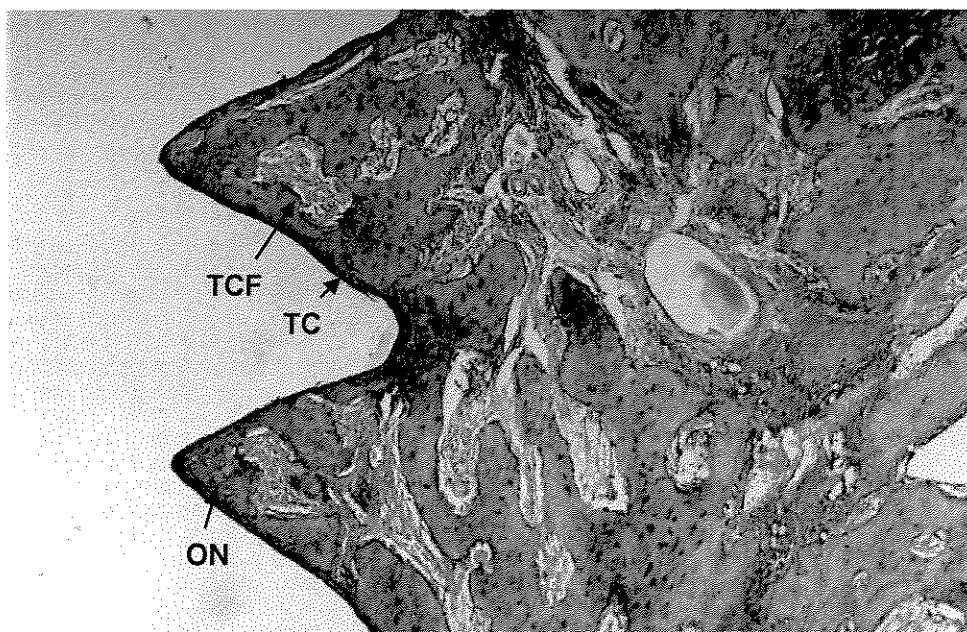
(25x) Grupo AUT – 21 dias pós-operatório. Presença de tecido ósseo neoformado (ON), contendo tecido conjuntivo frouxo (TCF) em seus espaços lacunares. Notamos uma delgada camada de tecido conjuntivo fibroso (TC) junto à interface osso/implante.
